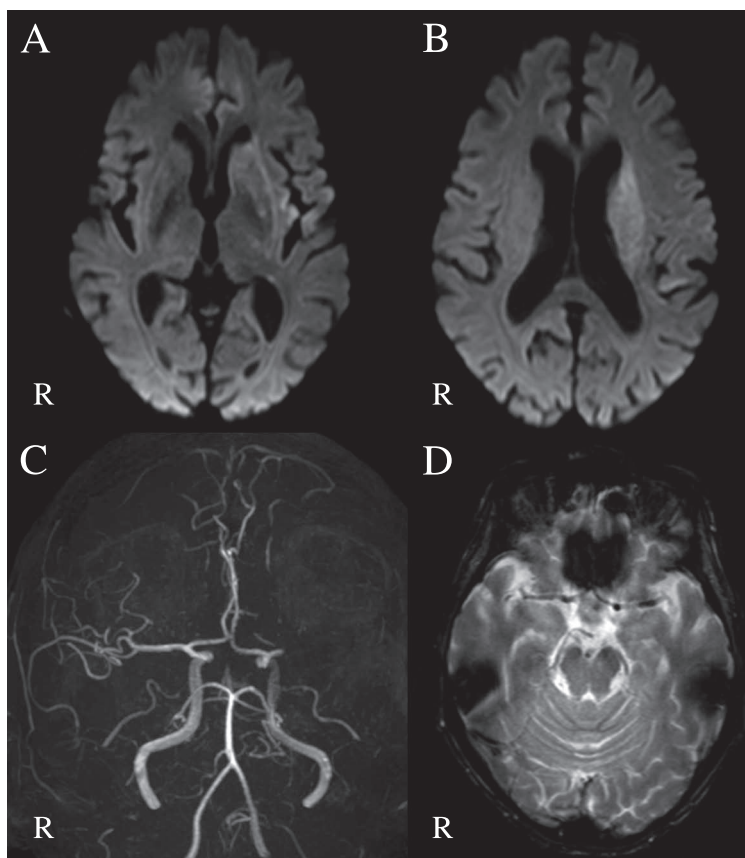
Serial images of head MRI on admission.
